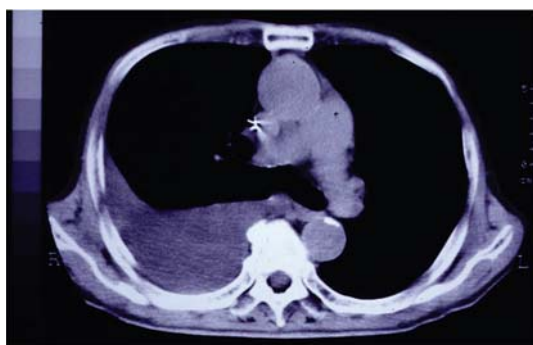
胸部単純 CT 検査. 右大量胸水貯留.
